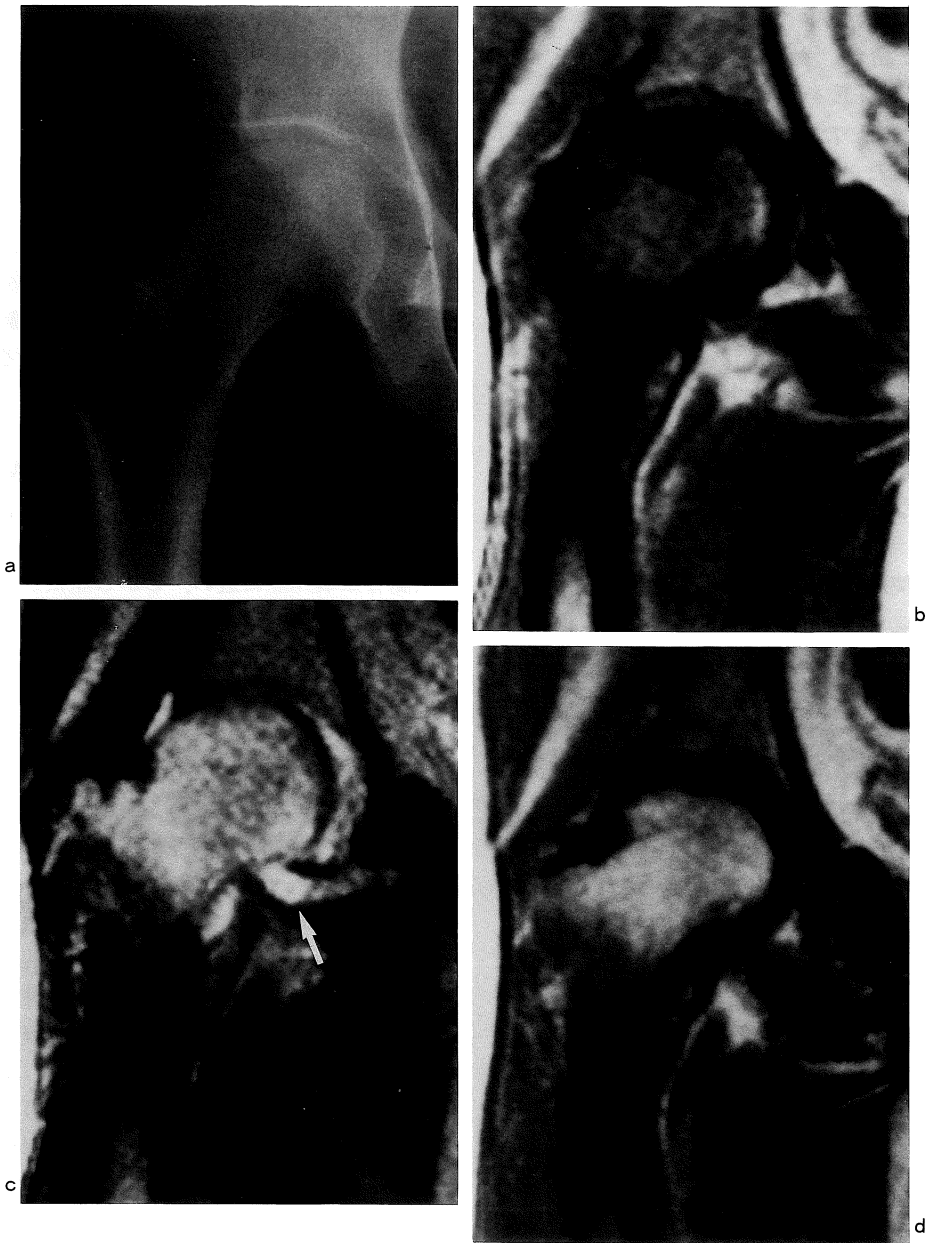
Systemic lupus erythematosus (SLE) with right hip pain in a 43-year old woman. (a) Radiograph of the right hip shows normal findings. (b) T₁-weighted MR image (SE 500/25) in the coronal plane shows low signal intensity in the right femoral head and neck. (c) T₂-weighted MR image (SE 2000/120) in the same plane shows high signal intensity in the right femoral head and neck, and joint effusion (arrow). (d) T₁-weighted MR image (SE 500/25) obtained 12 months after (b) and (c), shows normal signal intensity in the right femoral head and neck.
